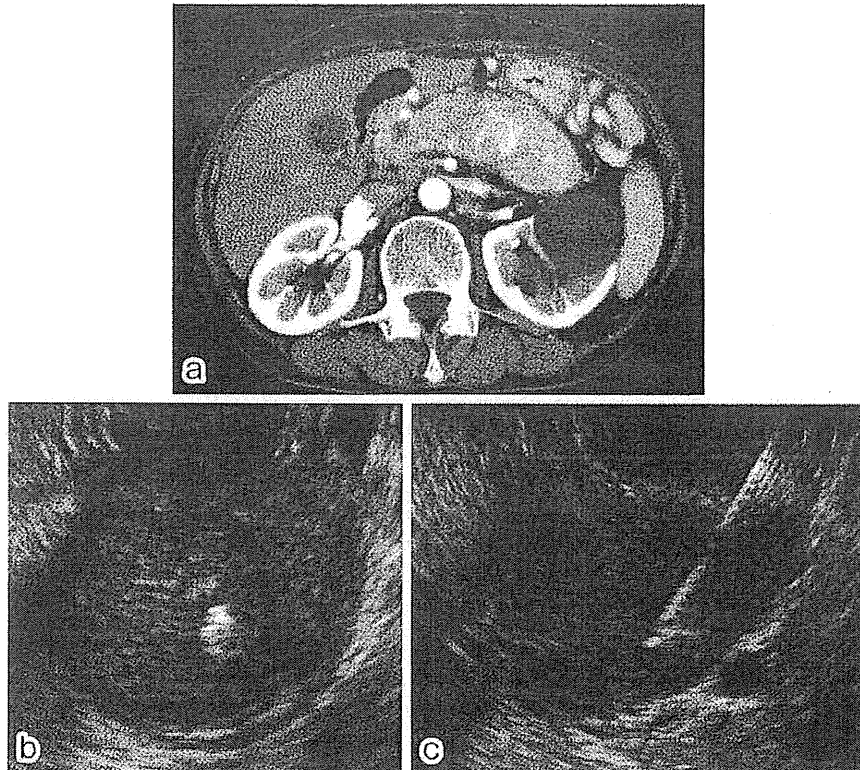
初診時CT検査 (a), EUS (b) および EUS-FNA (c) a) 造影CT検査. 膵体尾部に、内部に不均一な造影効果のある腫瘍を認め、脾動脈および門脈への浸潤を認める. b) EUS. 膵体尾部に径35mm大の内部不均一な低エコー腫瘍を認める. c) 胃内より22G穿刺針にてEUS-FNAを施行した.
